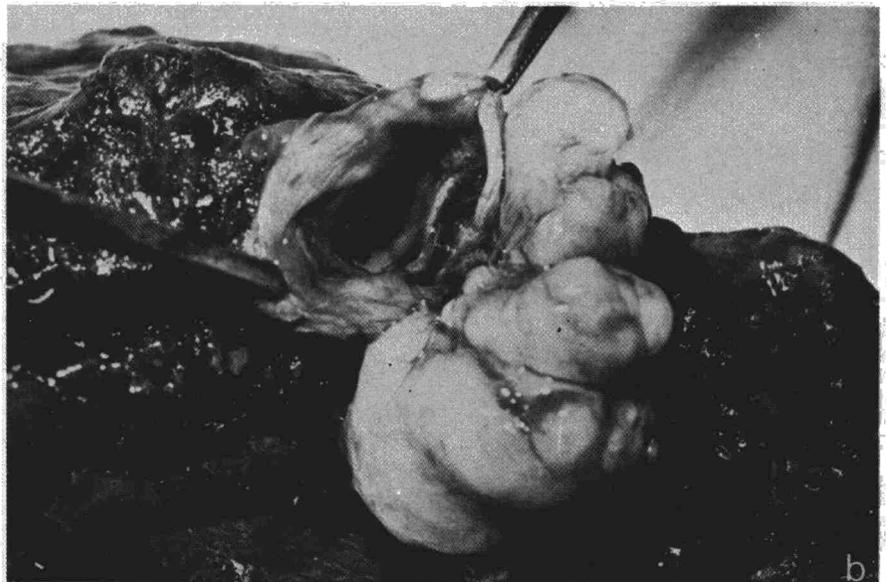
Leiomioma: a) Xerotomografía mostrando el tumor en bronquio intermedio. b) Pieza de resección de bilobectomía inferior y media.
